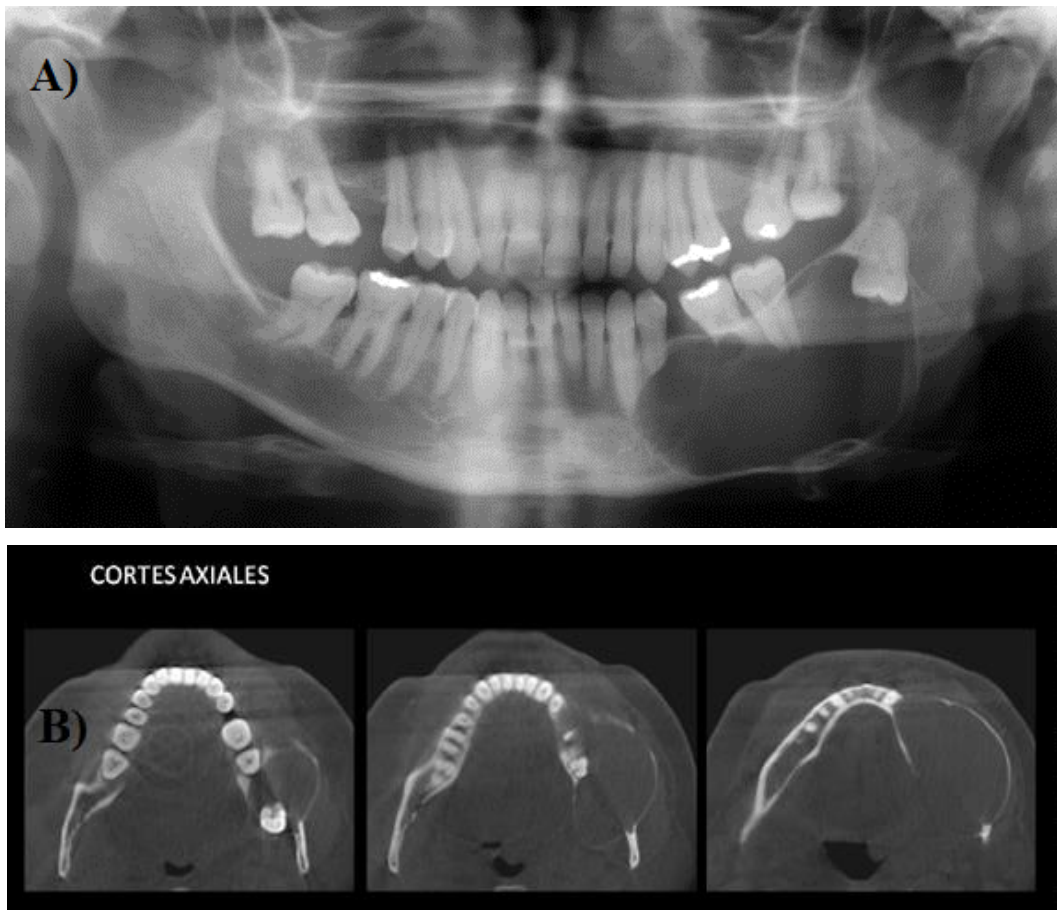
A) Radiografía panorámica que muestra una zona radiolúcida en el ángulo de la mandíbula del lado izquierdo B) Tomografía Computarizada corte axial en donde se observa el adelgazamiento de las corticales óseas. (14)
